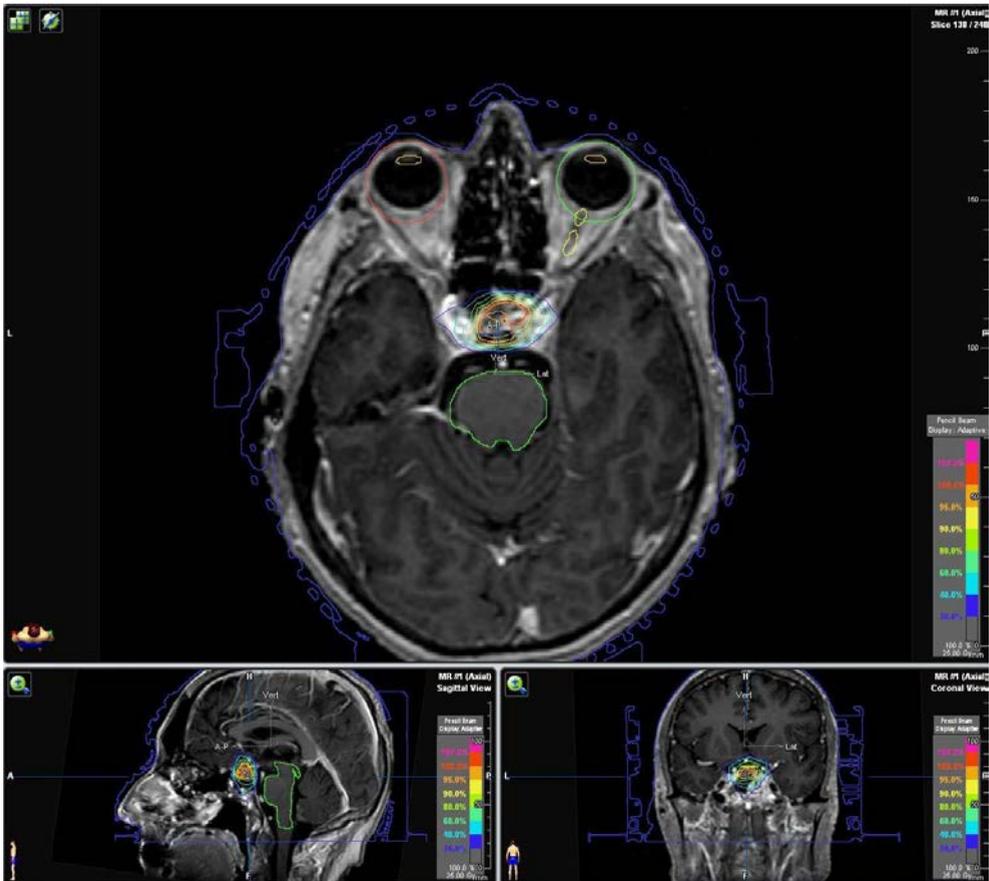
TAC de planificación con reconstrucción 3D, corte axial, sagital y coronal donde se observa contorneado de volumen de tratamiento y delimitación de órganos de riesgo.
